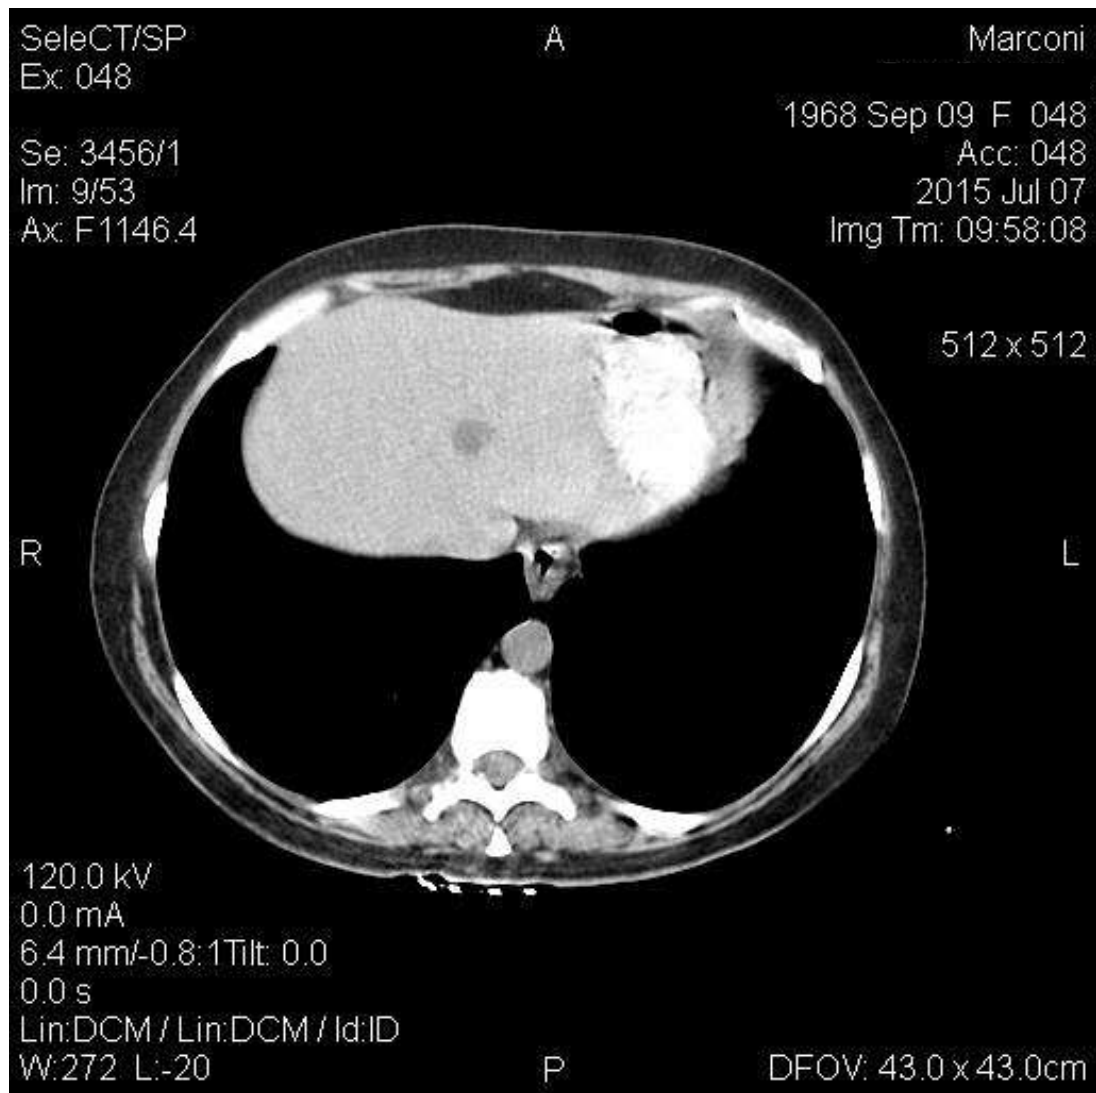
КТ–ознаки поодиноких кіст печінки на фоні гепатозу (пацієнт С., 47 років).
